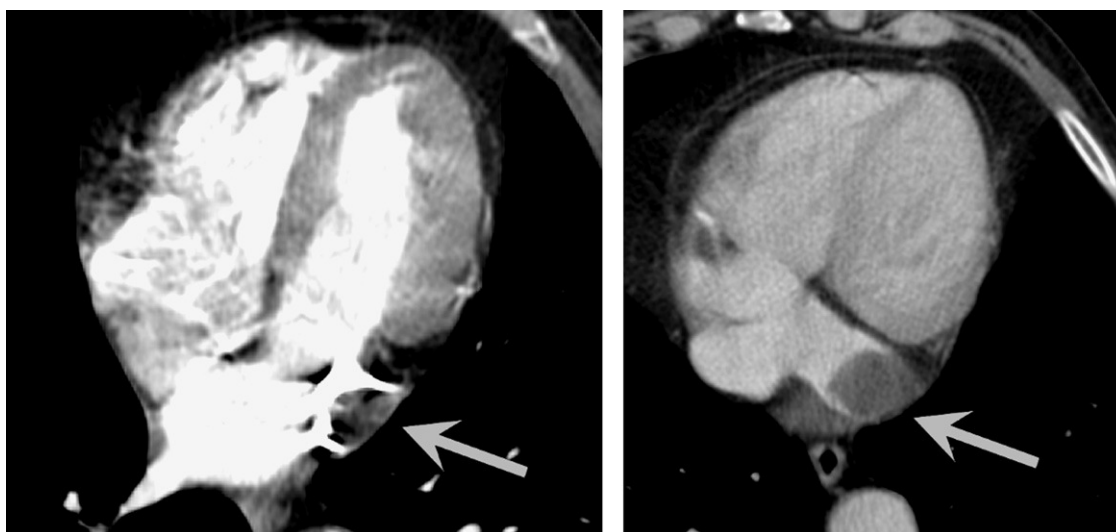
Tomografía computarizada toracoabdominal con contraste. Se observa la presencia de defecto de repleción en la proximidad de la aurícula izquierda (flechas) aunque en las primeras imágenes tras la inyección del contraste (izquierda) se puede observar que el defecto se localiza realmente en una estructura vascular situada posterolateral a la aurícula (compatible con vena cava superior izquierda y su continuación en seno coronario).
